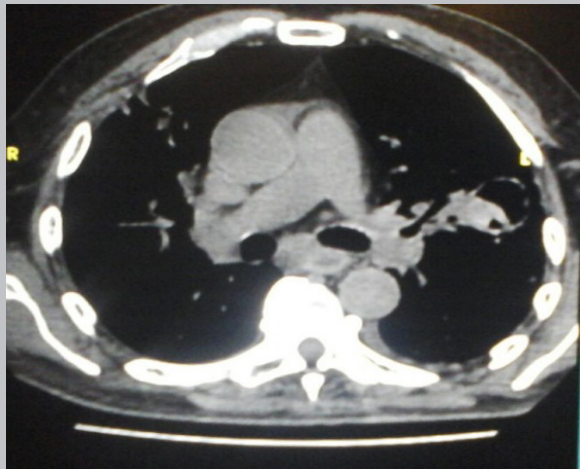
Tomografía computarizada de tórax corte transversal. Fuente: Servicio de radiología, Hospital Militar Escuela "Dr. Alejandro Dávila Bolaños", Managua, Nicaragua.
